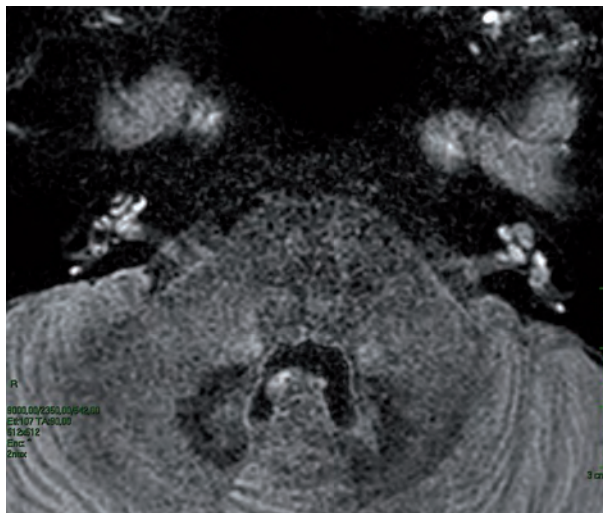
Image FLAIR 4 heures après opacification par voie IV chez un patient souffrant de maladie de Ménière à droite. On observe distinctement une opacification homogène du labyrinthe tant antérieur que postérieur du côté gauche sain. Par contre, le côté pathologique à droite montre une hétérogénéité d'opacification tant du labyrinthe antérieur ("encoches" dans le limaçon) que du labyrinthe postérieur ("défaut" dans le vestibule "opacifié").
